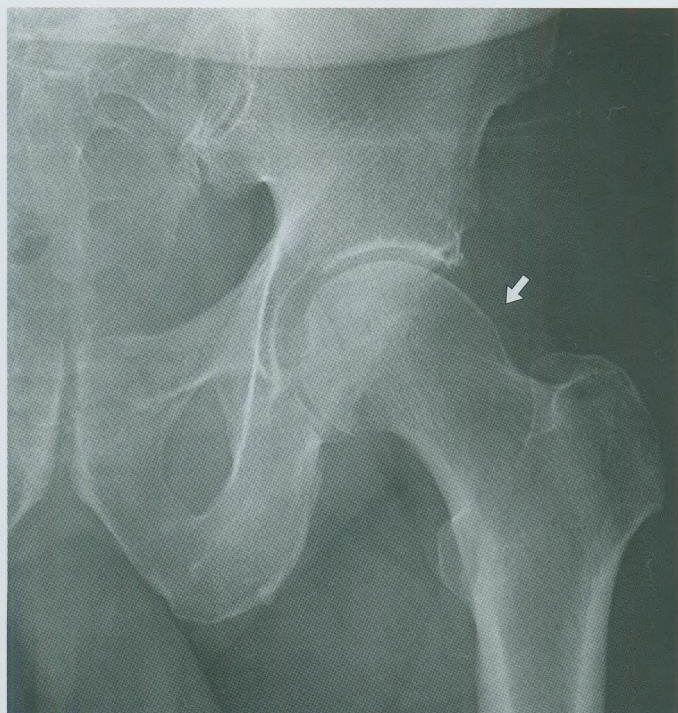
Деформация головки «рукоять пистолета» при кэм-импинджменте. Рентгенограмма, прямая проекция.
